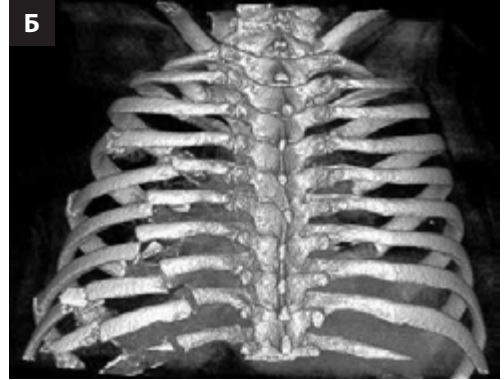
Флотационное повреждение грудной клетки вследствие множественных переломов ребер со смещением. А — фронтальный рентгеновский снимок грудной клетки. Б — трехмерная реконструкция рентгеновской компьютерной томограммы.
